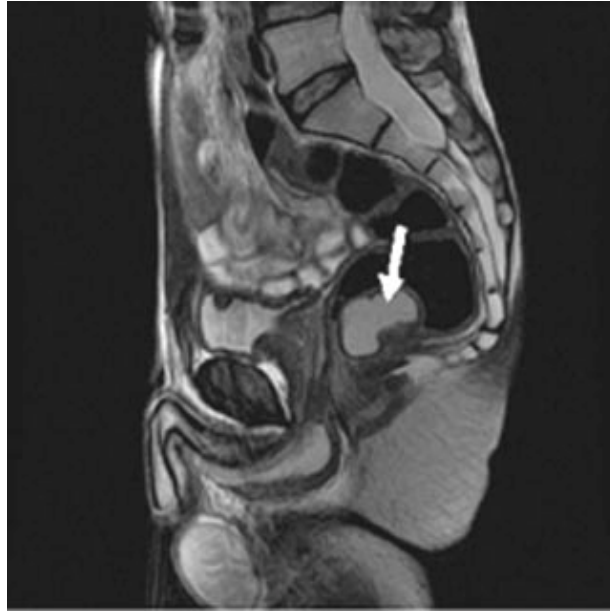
RMN sagital mostrando una duplicación rectal.
